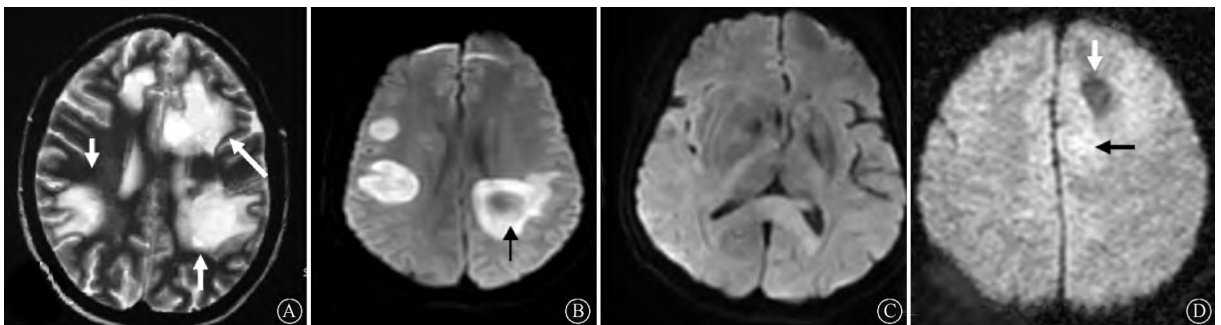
TDLs(病例 8)患者轴位 T2WI 检查示多发类圆形 T2 高信号,呈“煎蛋样”(箭头所示,A);DWI 检查显示(病例 9)双侧侧脑室旁病灶弥散受限,表现为 DWI 高信号,左侧为环形弥散受限(箭头所示,B);PCNSL 患者(病例 10)头颅 DWI 检查示胼胝体压部弥漫性高信号(C);间变型星形细胞瘤 III 级患者(病例 11)头颅 DWI 检查示右侧额叶病灶中心呈片状低信号(白箭头所示,D),周边弥漫性高信号(黑箭头所示,D)
